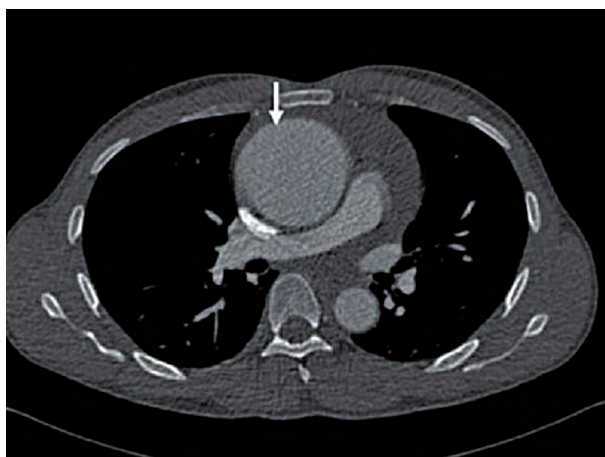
Контрастна КТ-ангіограма органів грудної клітки. Стрілкою відмічена аневіризма висхідного відділу грудної аорти (товщина зрізу 0,6 мм) (за В. W. Mekonnen et al., 2020 [8]).
